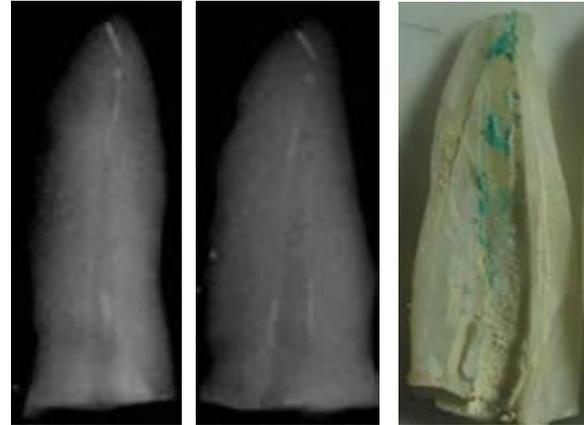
Otro elemento dentario desobturado con Sistema D1-D2-D3. Radiografías en ambos sentidos. Obsérvese remanentes de material en la radiografía. Imagen macroscópica algunas zonas de las paredes dentinarias cubiertas con material.
